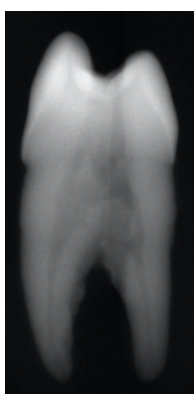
Radiografia mesio/distal após ACC.
